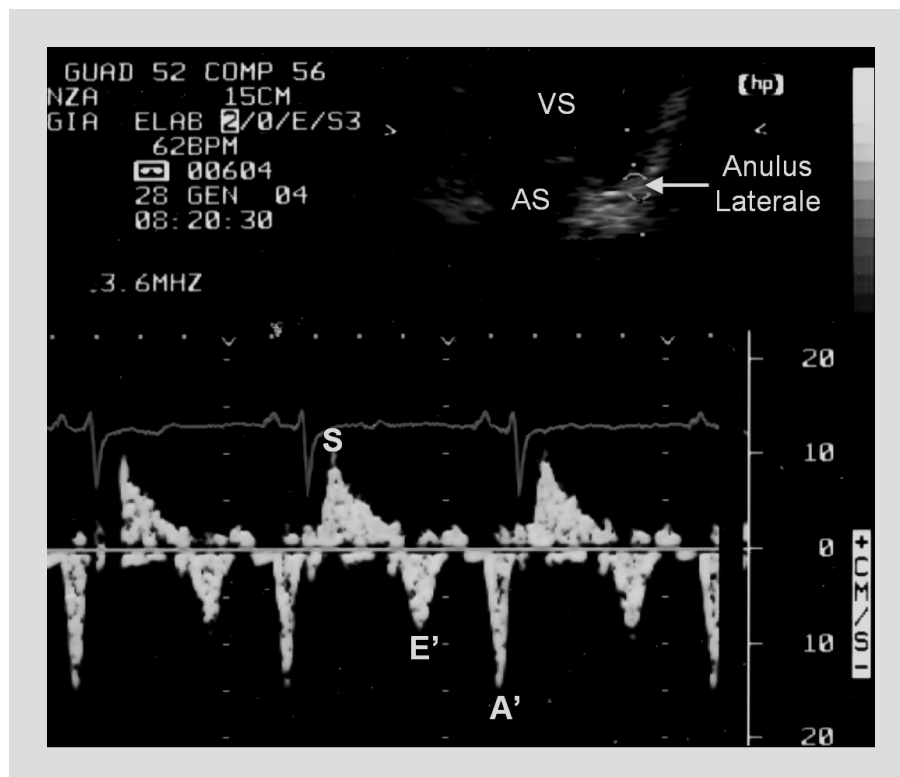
Doppler tessutale ottenuto con volume campione posizionato a livello dell'anulus mitralico in posizione laterale. Registrazione dell'onda sistolica S e dell'onda di rilasciamento protodiastolico E' e telediastolico A'.
